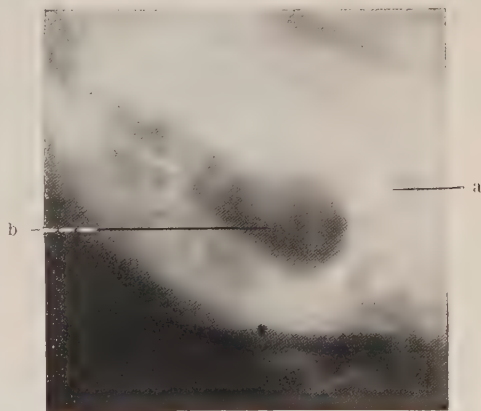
Röntgenbild eines Warzenfortsatzes mit großer Cholesteatomhöhle bis an den Sinus sigmoideus reichend, bei b perisinuöser Abszeß, durch Operation bestätigt. a = äußerer Gehörgang.
